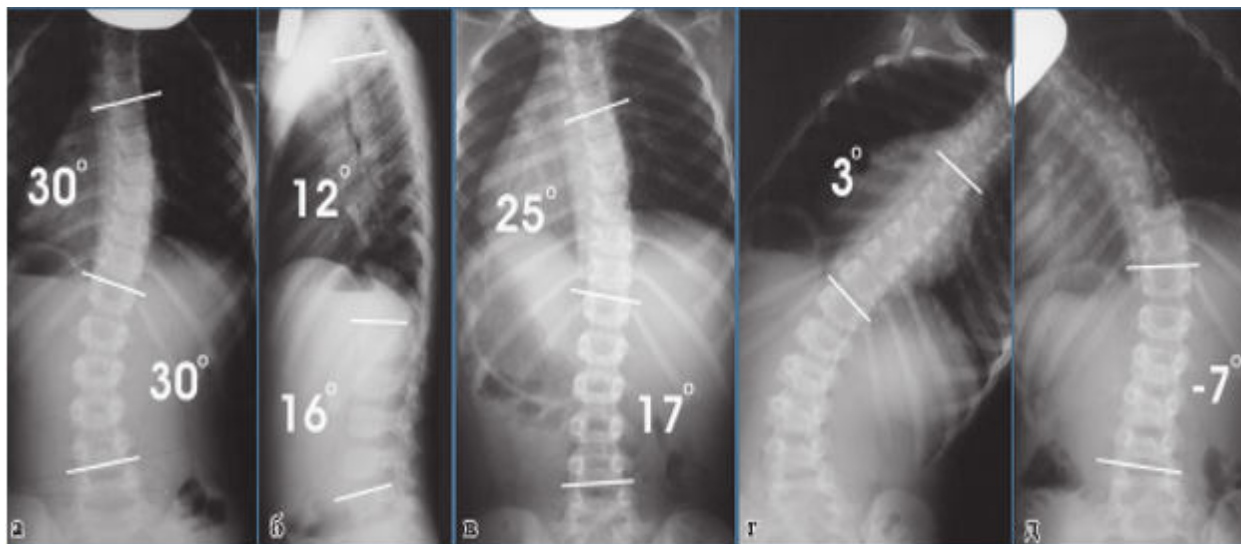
Серия рентгенограмм пациента с идиопатическим сколиозом, которому требуется проведение корсетного корригирующего лечения: а – прямая коррекция в положении пациента стоя; б – боковая проекция в положении пациента стоя; в – прямая проекция в положении пациента лежа; г – прямая проекция с максимальным отклонением туловища вправо; д – прямая проекция с максимальным отклонением туловища влево.
